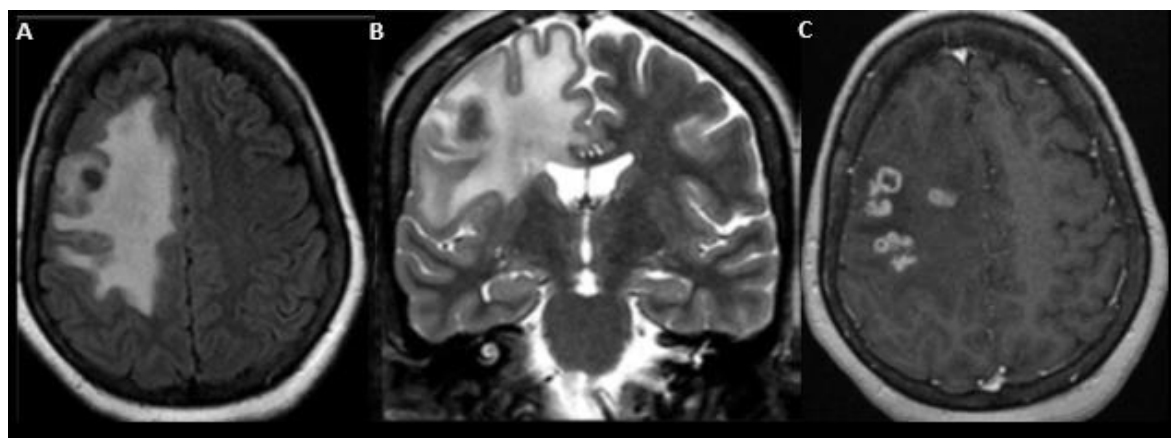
IRM cérébrale en coupes axiales FLAIR (A), T2 coronal (B), et après injection de gadolinium (C) montrant des lésions nodulaires frontales droites confluentes décrites en hyposignal T2 et FLAIR, avec prise de contraste annulaire réalisant un aspect en grappe de raisin et œdème périlésionnel faisant évoquer une infection tuberculeuse.
